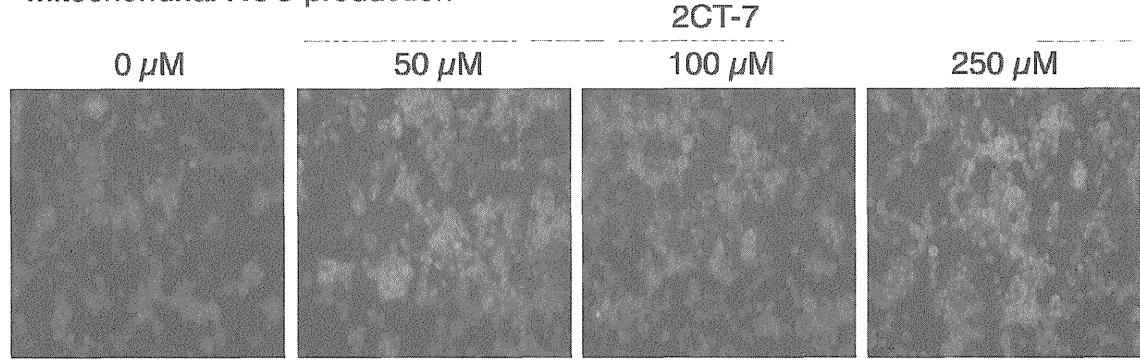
Photographs of serotonergic B65 ceells treated with 2CT-7, 2CT-4, 2CT-2 and 2C-I (final concentration: 0, 50, 100, 250 μM) for 3 hours.
